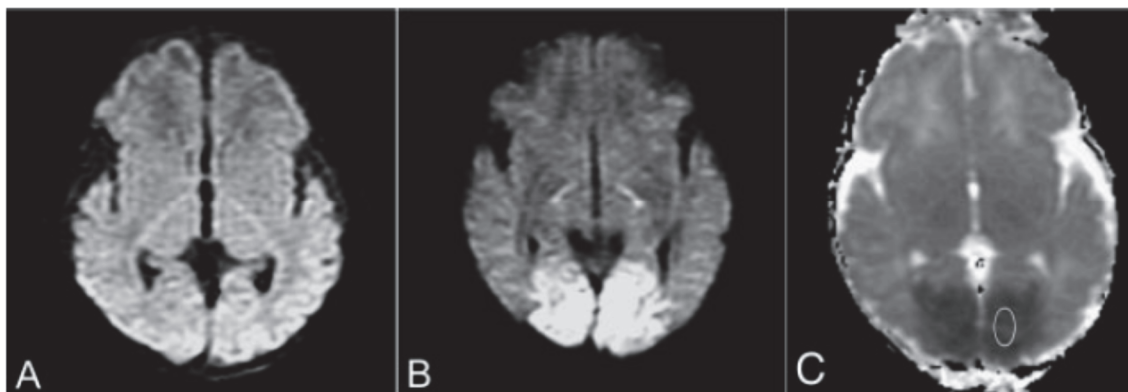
Imágenes obtenidas mediante resonancia magnética de lesiones cerebrales secundarias a hipoglucemia.
